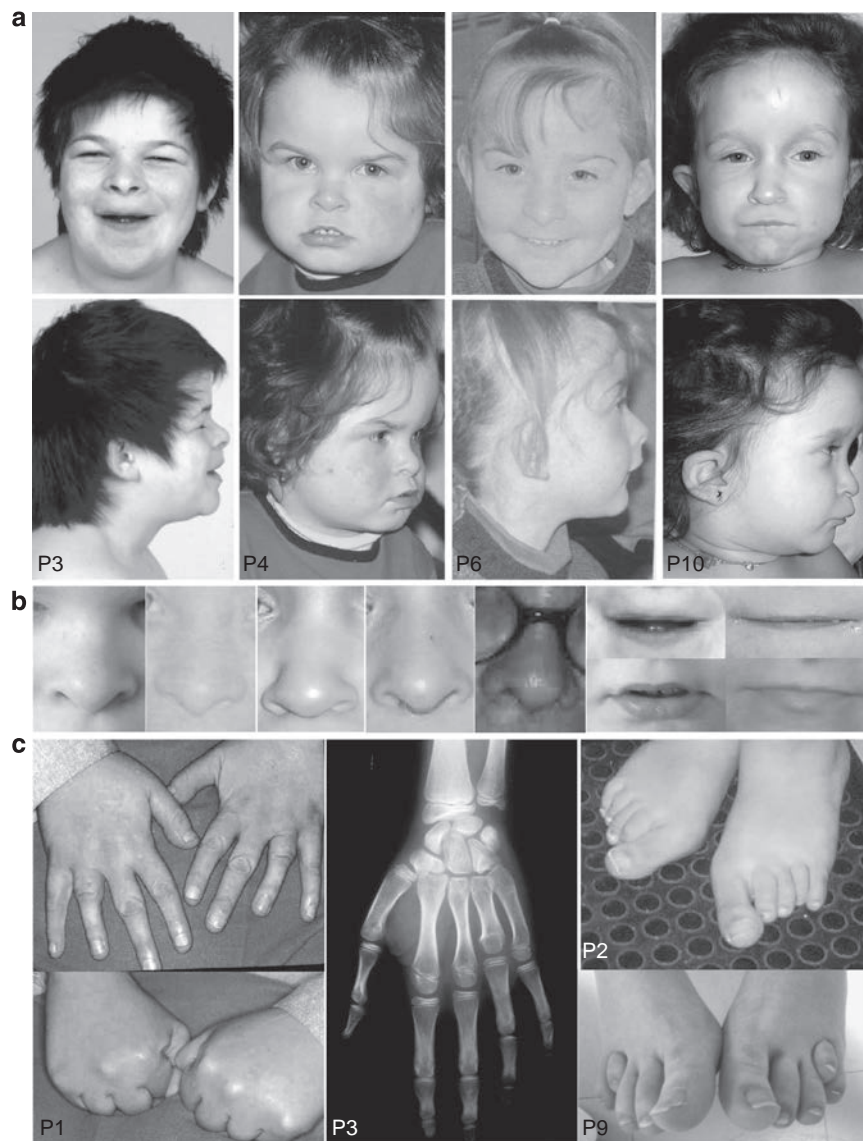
(a) Photographs of patients P3, P4, P6, and P10 at 17, 2, 4 and 4.5 years of age, respectively. (b) Photographs of the nose showing the V-shape of the nasal tip; photographs of the mouth showing the thin upper lip and smooth philtrum. (c) Photographs and X-rays of the hands and feet of patients P1, P3, P2 and P9, showing brachydactyly type E affecting the fourth digital ray (P1, P2 and P3) and second, third, fourth and fifth digital rays (P9).
